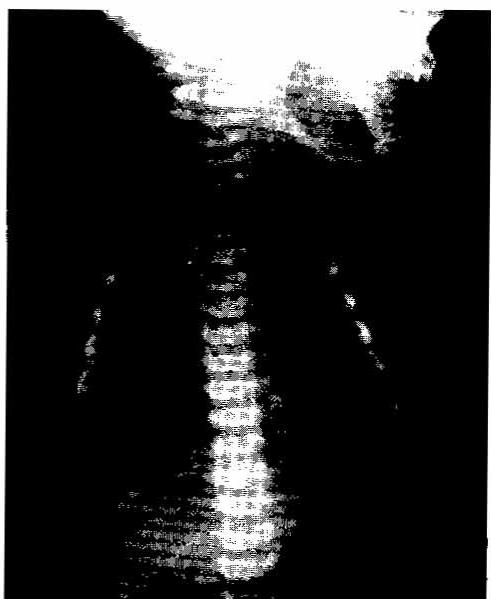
Chest X-ray shows haziness on left upper lung field.
